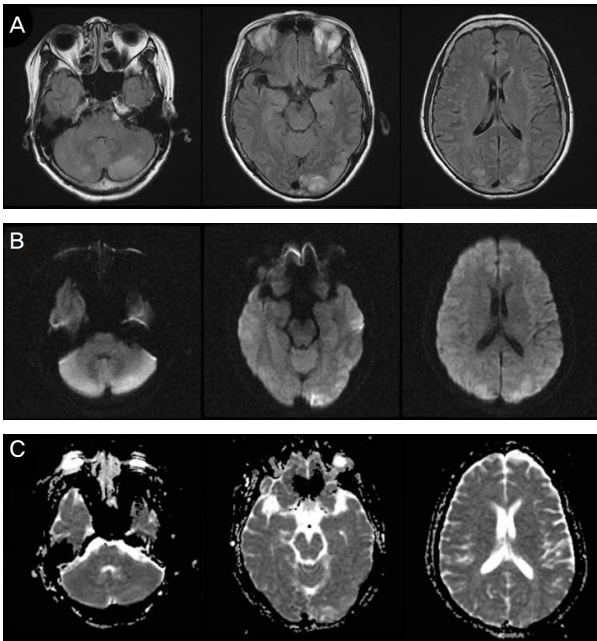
The brain MRI which was taken 12 hours after bee venom acupuncture. The patient's brain MRI shows high signal intensities in her cerebellum and occipitotemporoparietal areas on axial fluid attenuated inversion recovery (FLAIR) (A), diffusion-weighted images (B) and apparent diffusion coefficient map (C), which suggests that lesions are caused by vasogenic edema. The lesions appear bilaterally, but predominantly on the left side.
